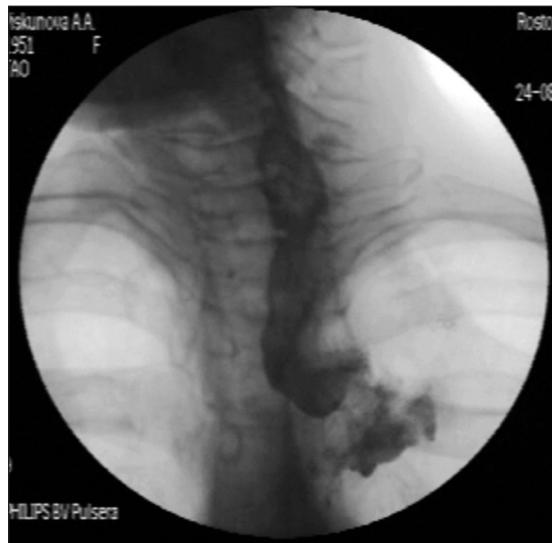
Рентгенография искусственного пищевода после его резекции.
